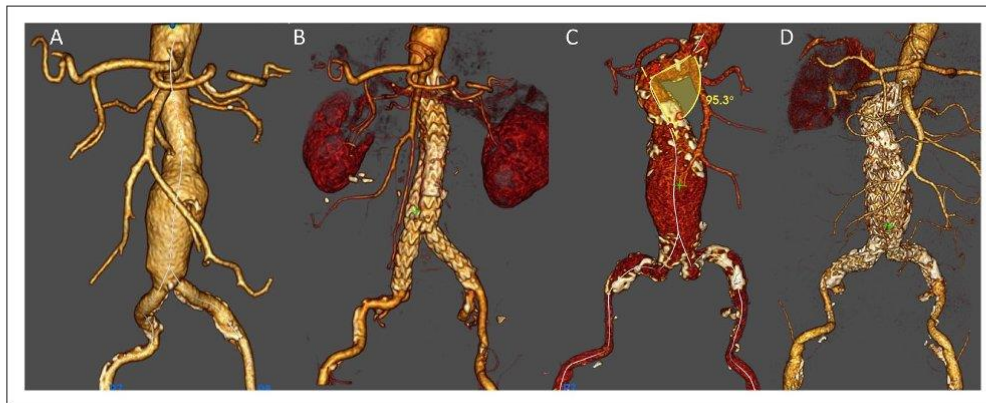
Preoperative and postoperative computed tomography (CT) scan with a 3D reconstruction of a patient with ASG score = 7 (A, B). Preoperative and postoperative CT scan with a 3D reconstruction of a patient with ASG score = 21 (C, D).
